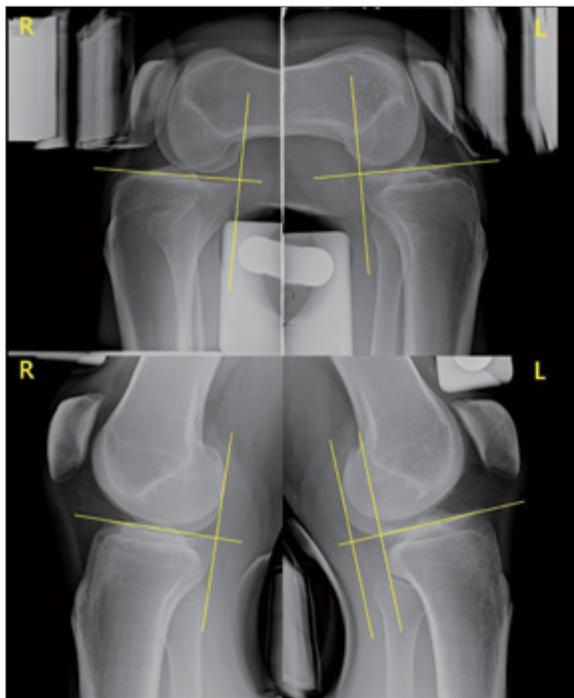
같은 환자의 양측 무릎을 각각 90도 굽곡(위행의 좌우) 했을 때와 15도 굽곡(아래 행의 좌우) 했을 때의 전방 스트레스 방사선 촬영 사진.
